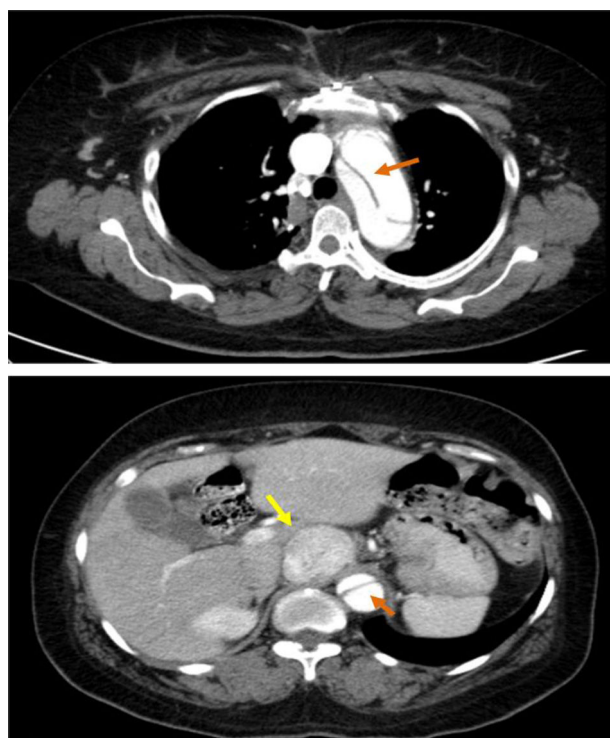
TC toracoabdominopélvica: seta laranja – dissecção aórtica; seta amarela – massa hipercaptante compatível com paraganglioma.
